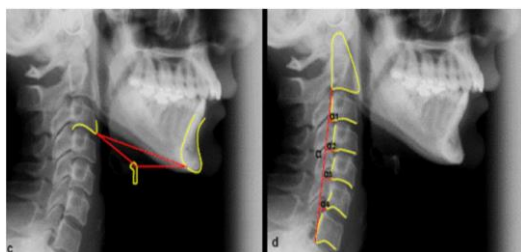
Estudios mediante radiografía cefálica del Triángulo Hioideo. Posición y relaciones del hioides y la curvatura de la columna cervical (12).
